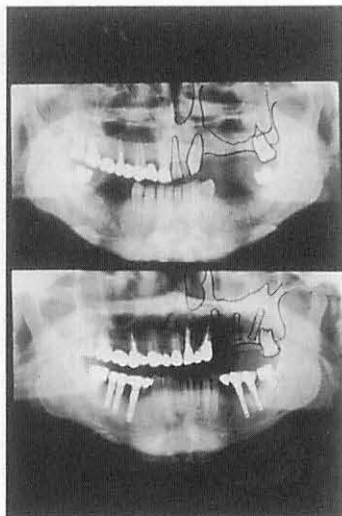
左側上顎洞サイナスリフト前(上)後(下)のパノラマX線像
